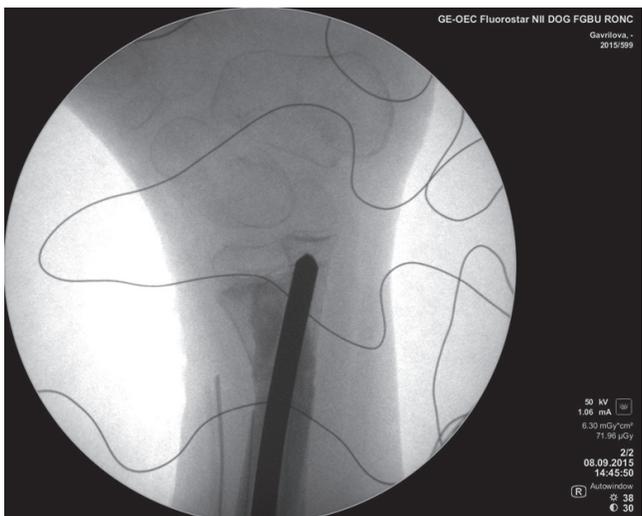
На рентгенограмме, проведенной интраоперационно, видна цементная фиксация стержня спейсера
